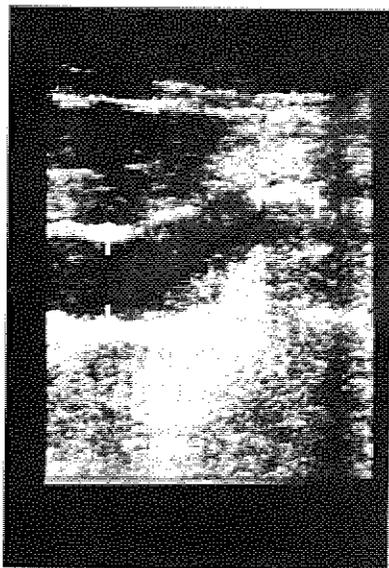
Ecografia. Dilatazione coledocica da grosso calcolo ostruente in sede terminale.
